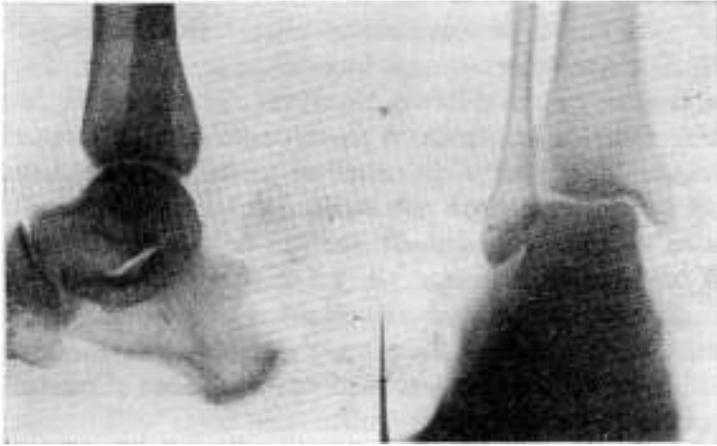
Radiografía de perfil y frente de la lesión de nuestro enfermo.
